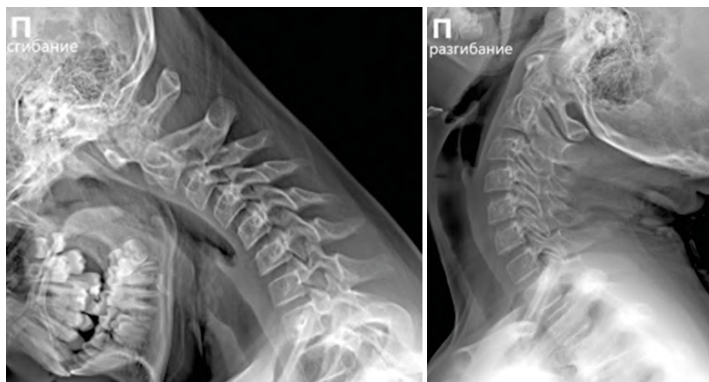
Рентгенограмма шейного отдела позвоночника. Правая боковая проекция с функциональными пробами (сгибание и разгибание)
